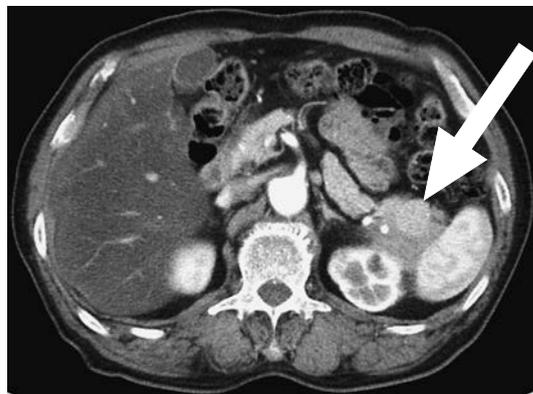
腹部造影CT検査所見：脾尾部に接して淡く造影される長径4 cm大の腫瘍が脾門部に認められた。脾動脈には広狭不整が認められた。
